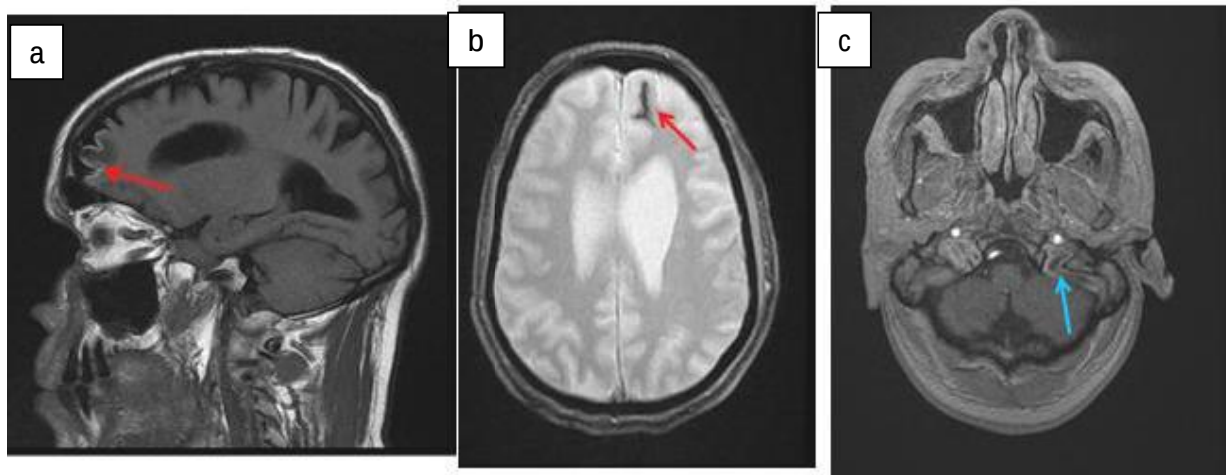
IRM cérébrale montrant une hémorragie méningée frontale gauche → apparaissant en hypersignal sur la coupe sagittale en séquence FLAIR (a), et en hyposignal sur la coupe axiale en séquence T2EG (T2*) (b), associée à un défaut de rehaussement du sinus sigmoïde gauche → (c) : TVC compliquée d'une hémorragie méningée.
